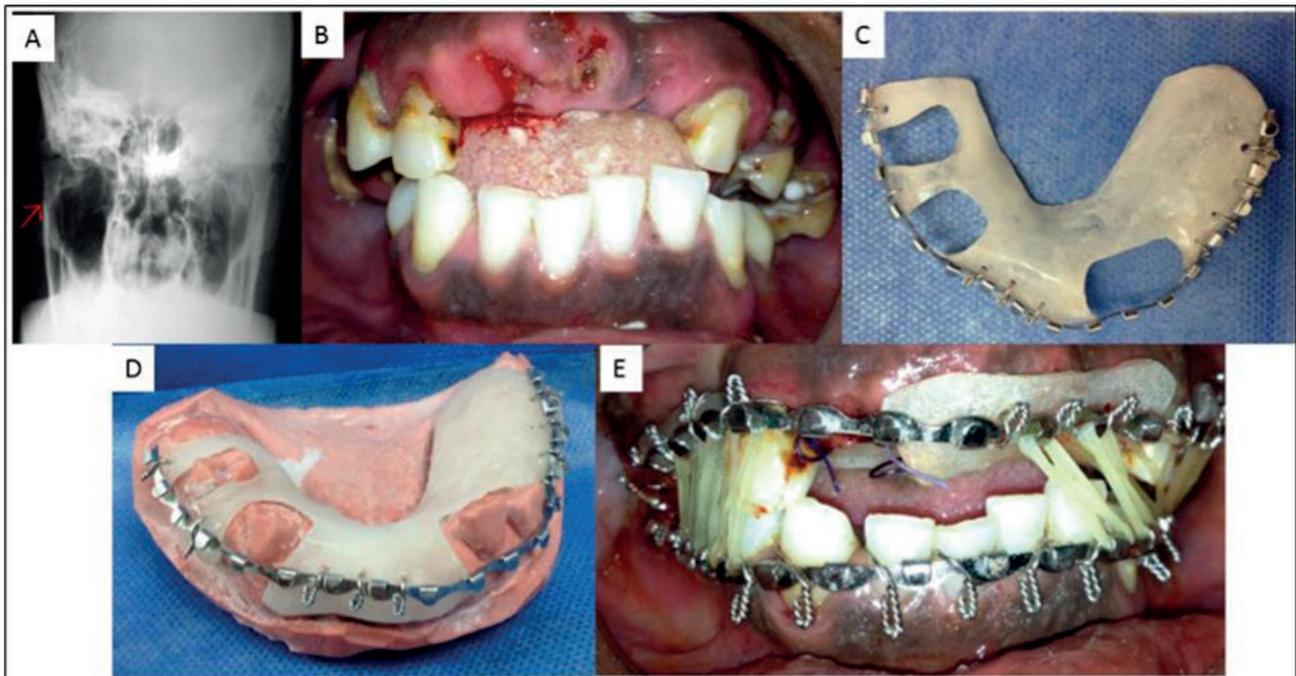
Caso clínico 2. A) Radiografía extraoral simple tipo Towne boca abierta que demuestra fractura subcondílea derecha. B) Fotografía intraoral con contactos prematuros posteriores derechos y edentulismo parcial bimaxilar. C) Confección de férula tipo Gunning modificada mandibular. D) Implantación de férula a través de suspensión ósea por medio de alambrado circummandibular. E) Paso de material de osteosíntesis tipo alambre por región submandibular derecho para suspensión ósea derecha. F) Posoperatorio de FMM con evidencia de oclusión estable.
